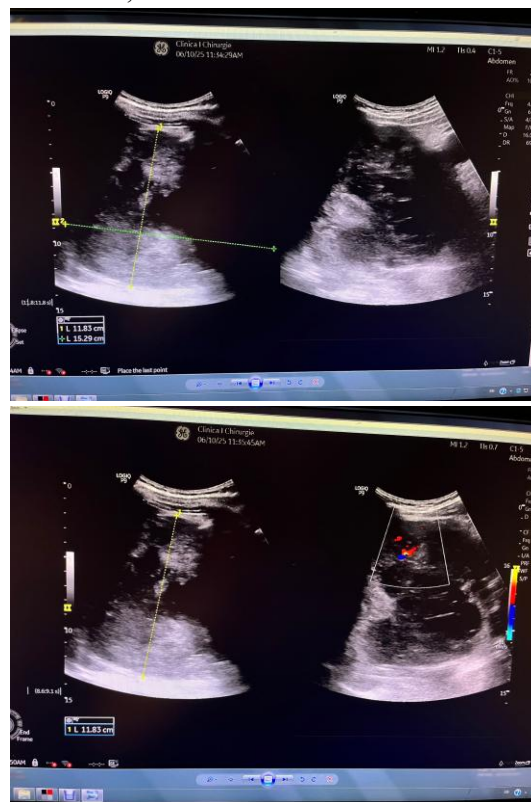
Ecografie abdominală arată o splină mărită de volum de 124 mm și o masă tumorală neomogenă, bine vascularizată cu diametrul de 18/15 cm situată în concavitatea splinei, cu semnal Doppler în interior
